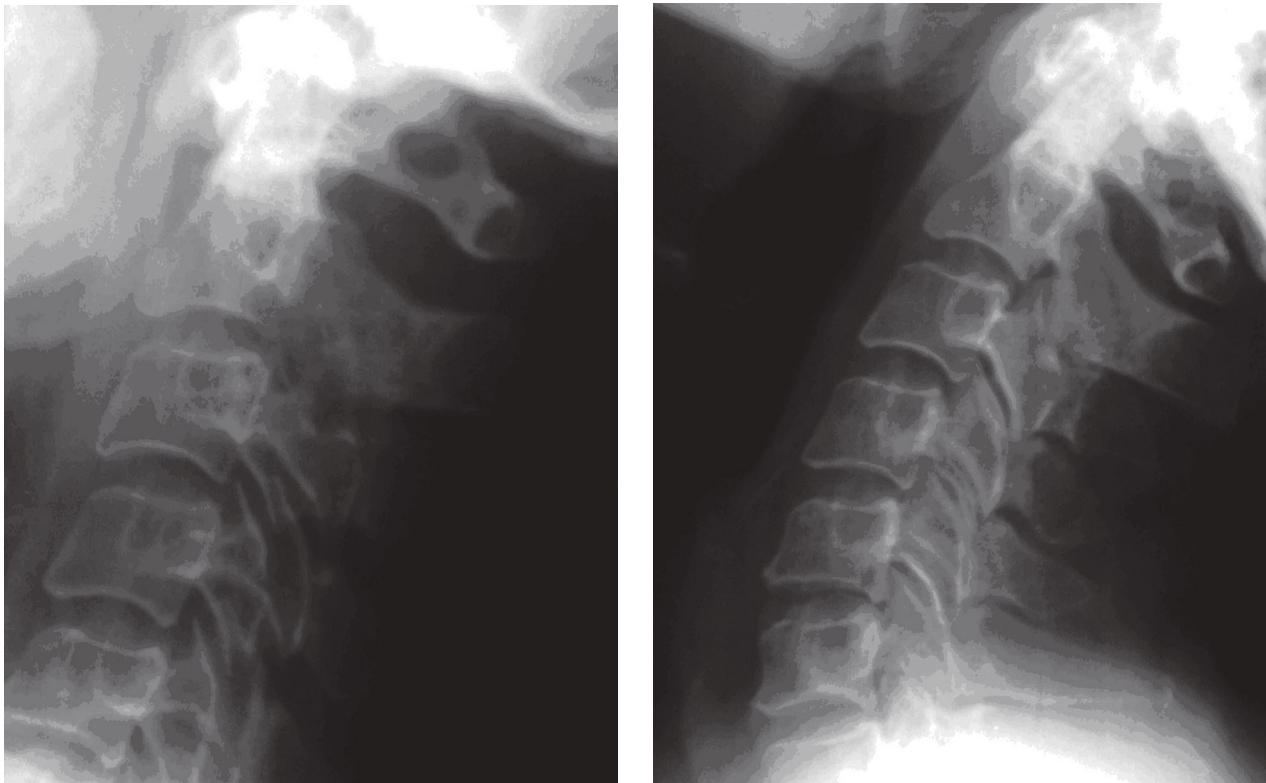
Пациент Р., 26 лет. Функциональная рентгенография: определяется нестабильность в сегментах C2–C3–C4–C5. Аномалия Киммерли
